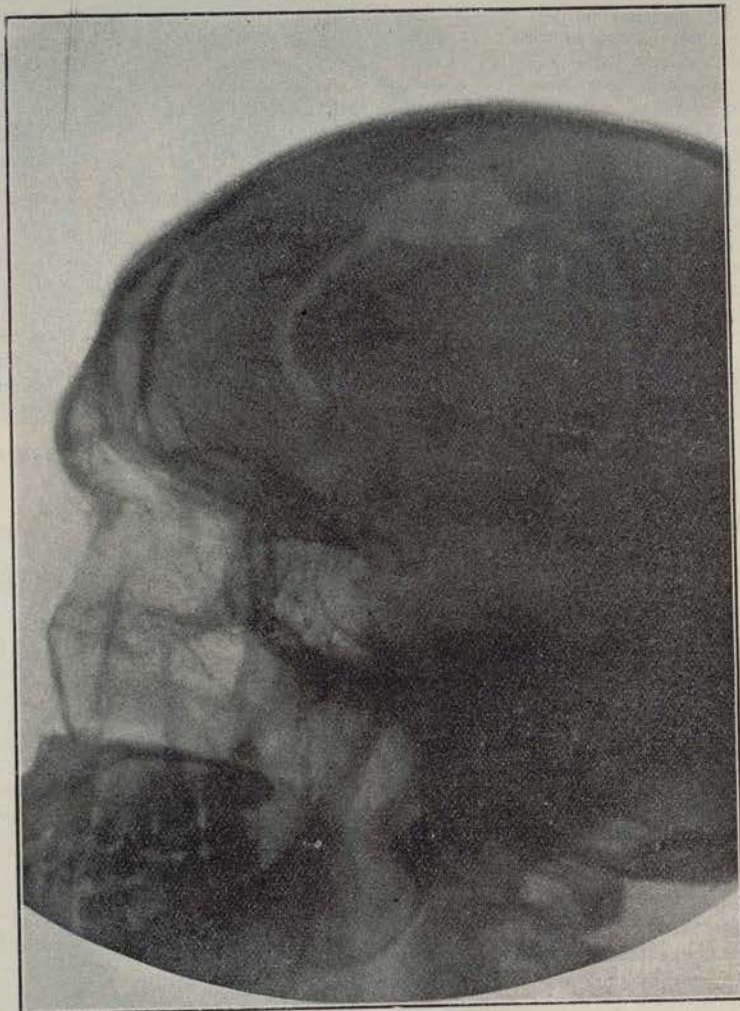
Radiografía de perfil; se aprecia el colgajo óseo trazado, colocado "in situ"; la transparencia del cartilago trasplantado hace que se observe la misma falta de superficie ósea de la fig. 3; se observa también el cuerpo metálico no extraído.
